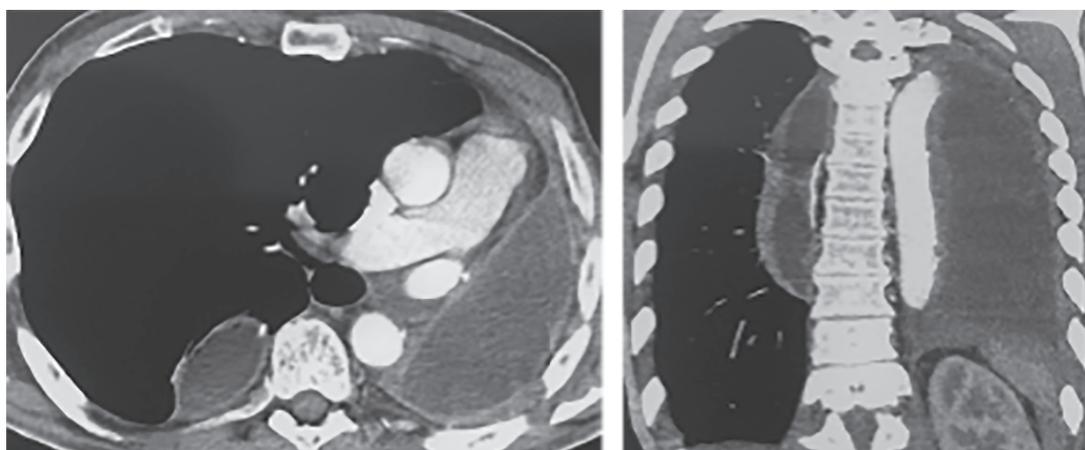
Пациент Л. Контрольная КТ ОГП и ОБП (апрель 2019 г.). 10 лет после левосторонней пневмонэктомии и 1 год после резекции грудного отдела пищевода с внутригрудной пластикой желудочной трубкой.
